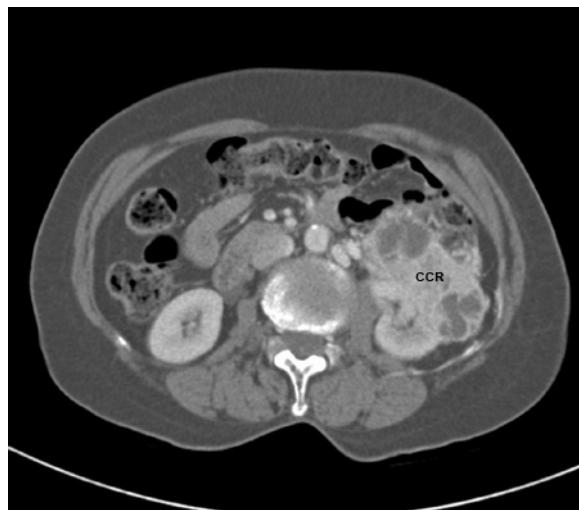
Tomografia computadorizada (TC) de carcinoma de células renais (CCR) do rim esquerdo
